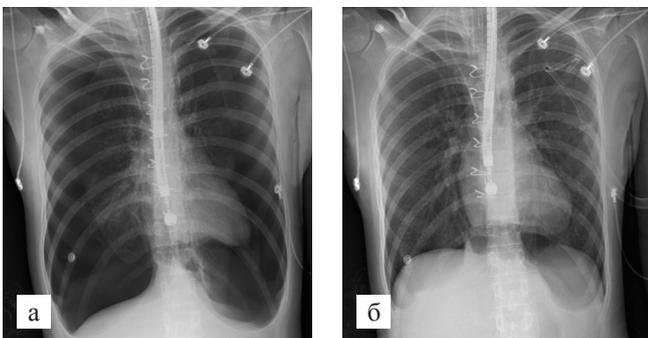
Рентгенограмма грудной клетки: а – двусторонний пневмоторакс у реципиента комплекса «сердце–легкие» после выполнения ТБКЛ; б – состояние после дренирования грудной полости
